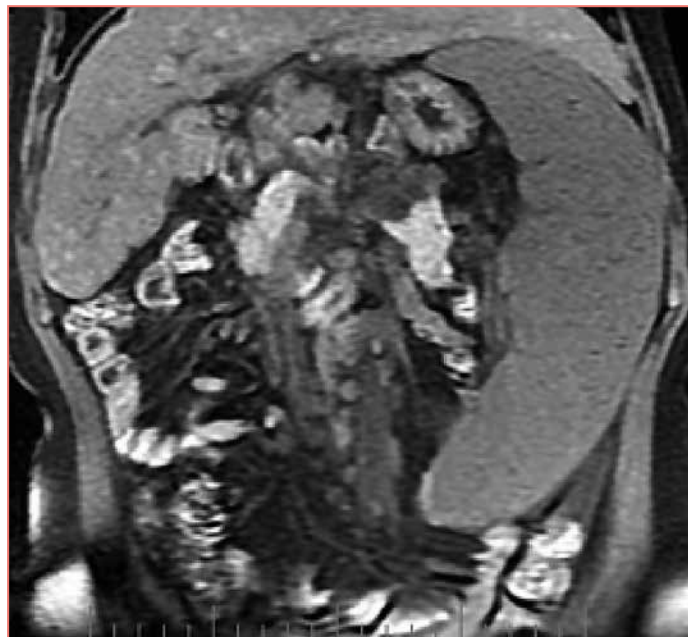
Гепатоспленомегалия по данным МРТ у пациентки с ДЛКЛ
